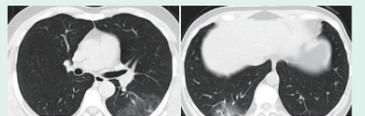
患者同住家人胸部CT:左肺下叶、右肺中叶及下叶多发磨玻璃影、索条影
